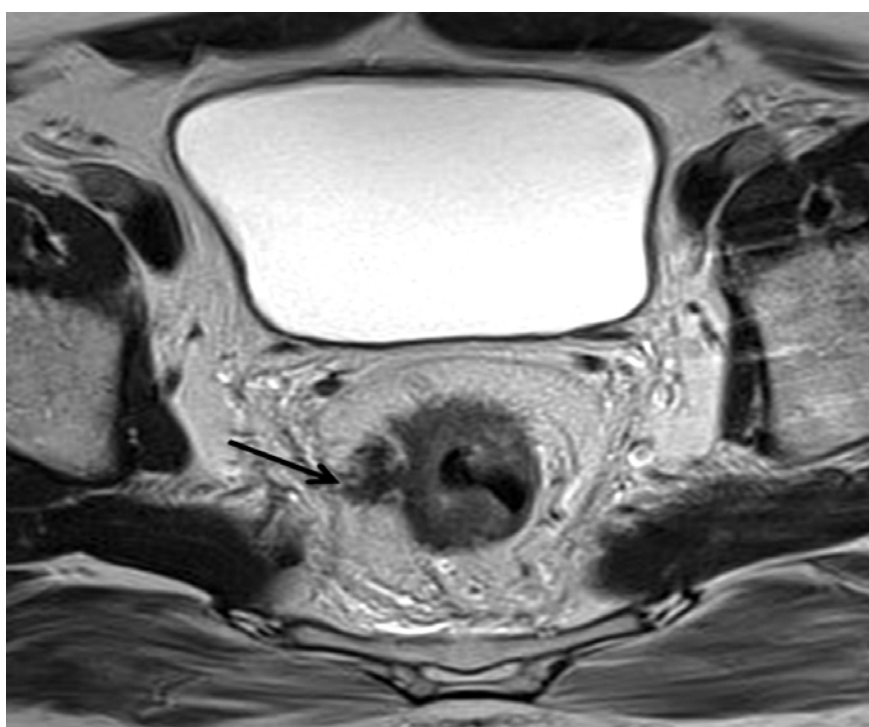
L'IRM axiale pondérée en T2 montre une tumeur T3 avec une extension en contact étroit avec le fascia mésorectal (flèche). La MRC est donc positive [55].
